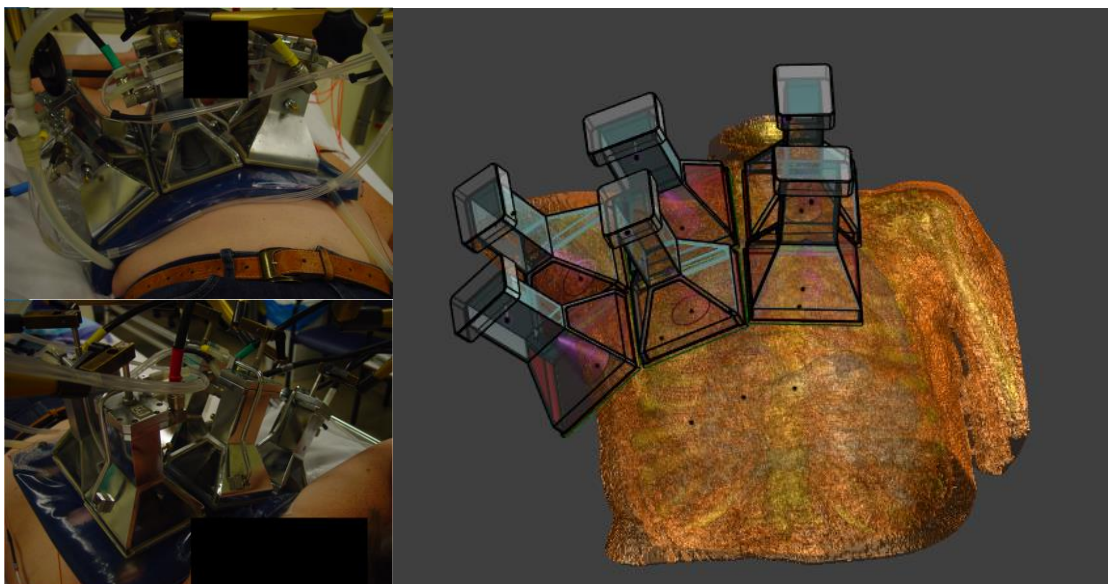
Segmentovaný snímek z CT a následně vytvoření 3D model pacientky
